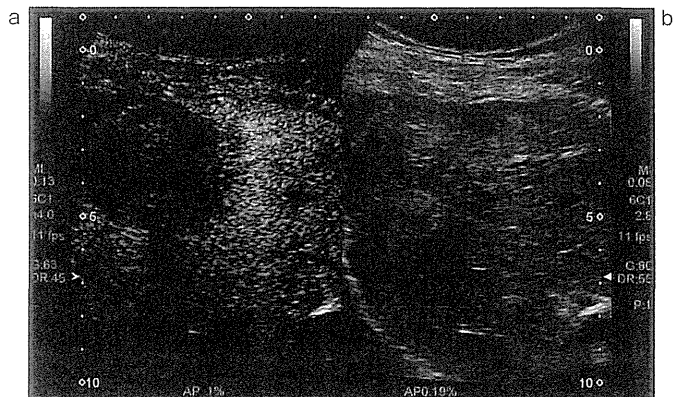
造影超音波 Kupffer相によるIREの治療範囲の評価
